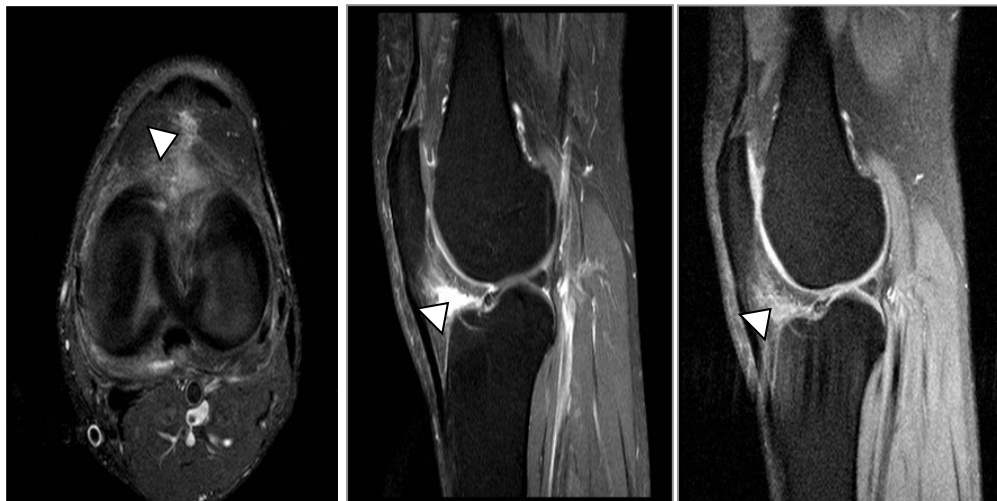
RM de paciente con síndrome de la plica. Archivo de la Dra. Prada.
